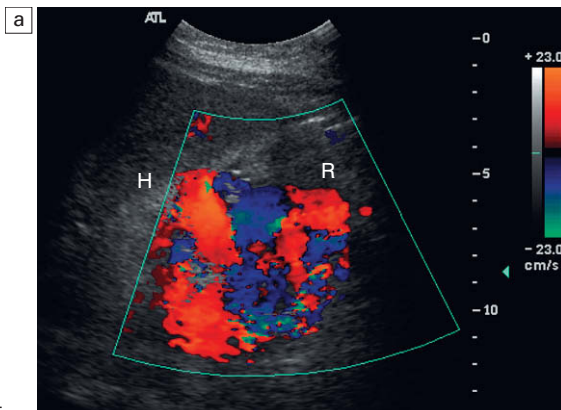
a) Imagen longitudinal de Doppler color en el flanco izquierdo. Una gran variz ocupa el espacio entre el hilio esplénico (H) y el riñón izquierdo (R). Representa una variz esplenorrenal tortuosa. b) Reformateo tridimensional de la fase portal de un angiograma por TC. Se ilustra el sistema venoso portal en rosa. El vaso rojo representa una variz esplenorrenal tortuosa. El riñón y la vena renal se ilustran en amarillo. (Se ha suprimido el bazo para facilitar la visualización de esta variz.)
